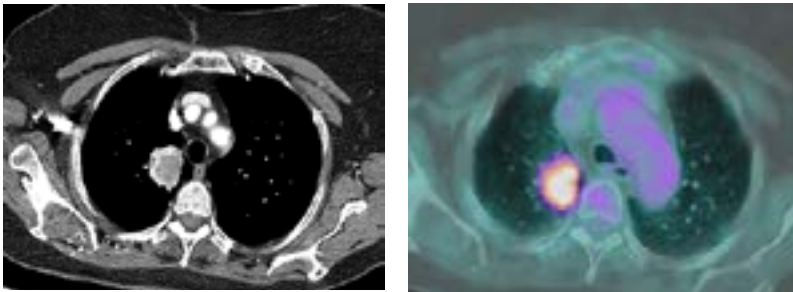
Izquierda: masa espiculada incidental de LSD. Derecha: PET-TC con captación patológica de masa de LSD
